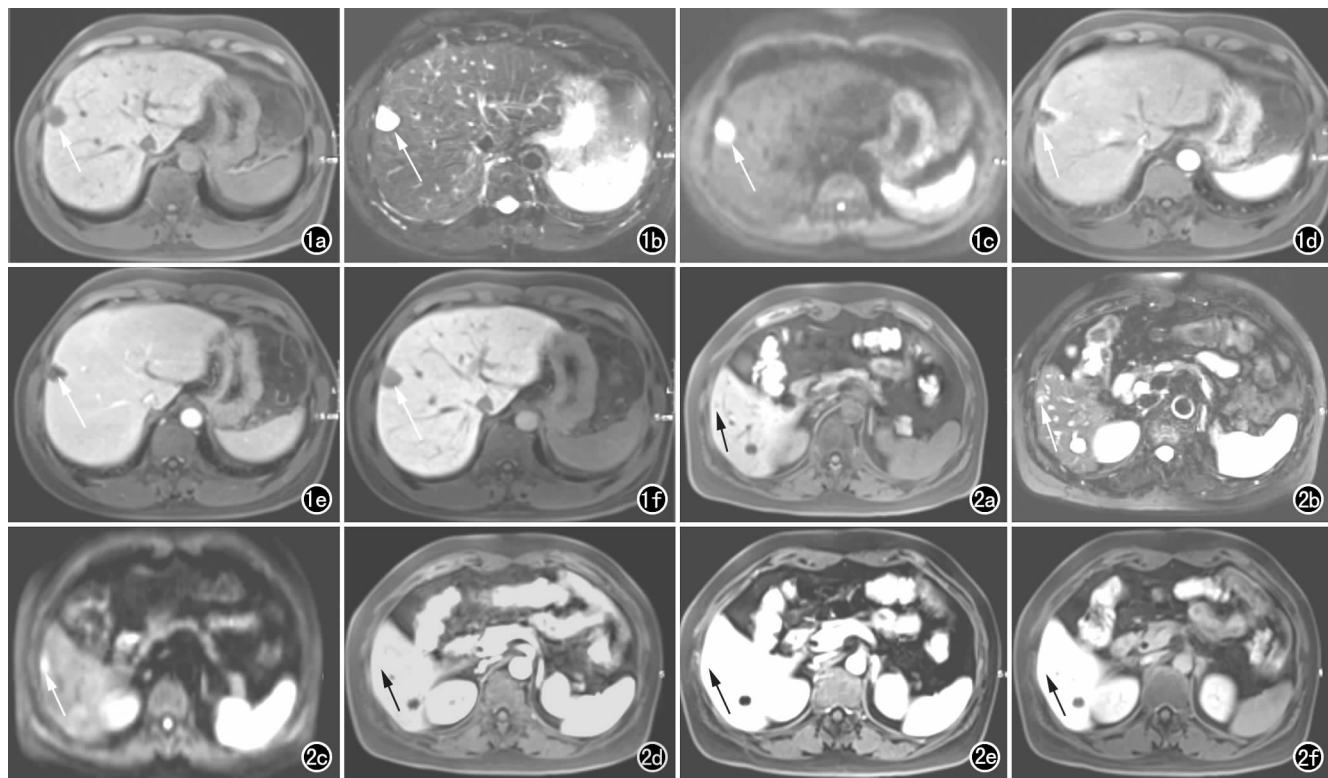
男, 54 岁, 肝右前叶海绵状血管瘤。a) T_1 WI 示肝右前叶一类圆形结节灶 (箭), 直径约 1.8 cm, 呈低信号, 边界清; b) T_2 WI 示病灶呈明显高信号 (箭); c) DWI 示病灶呈明显高信号 (箭); d) 增强扫描动脉期示病灶呈周边结节状中度异常强化 (箭); e) 门脉期示病灶持续充填 (箭); f) 肝胆特异期示病灶呈相对低信号 (箭), 边缘更光整清晰。图 2 女, 57 岁, 肝右后叶包膜下 FNH。a) T_1 WI 示肝右后叶包膜下一结节灶 (箭), 直径约 0.9 cm, 呈低信号, 边界欠清; b) T_2 WI 示病灶呈稍高信号 (箭), 边界欠清; c) DWI 示病灶呈高信号 (箭); d) 增强扫描动脉期示病灶呈明显异常强化 (箭), 信号与腹主动脉相仿; e) 门脉期示病灶仍呈相对稍高信号 (箭); f) 肝胆特异期示病灶周边呈环状稍高信号 (箭), 中央呈低信号。
